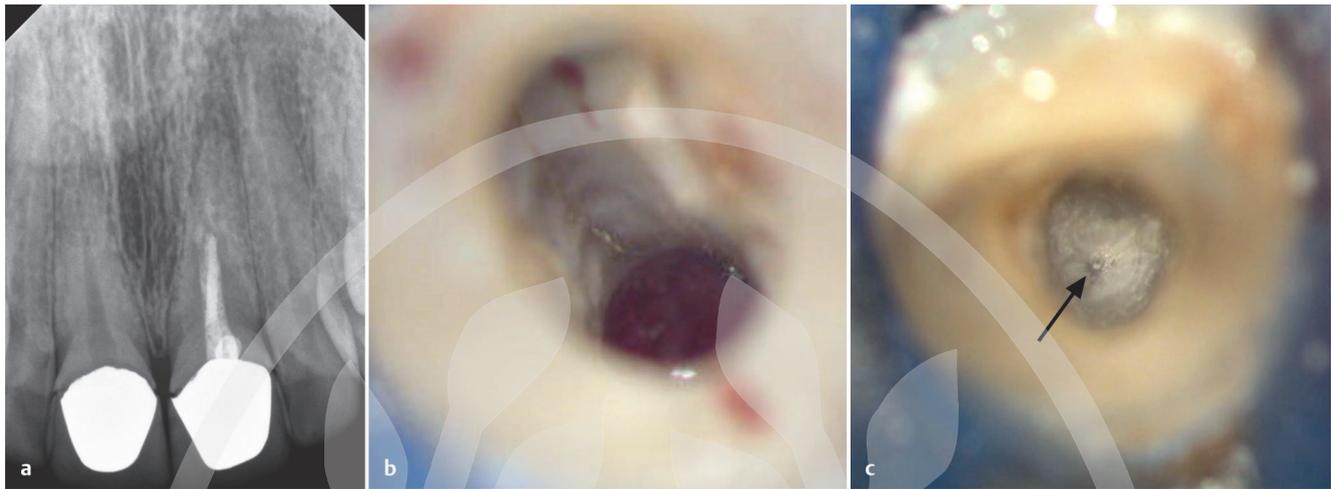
a Röntgenausgangsaufnahme Zahn 21 mit unvollständiger Wurzelkanalbehandlung und apikaler Aufhellung. b Nach Entfernung der Wurzelkanalfüllung ließ sich labial eine große Perforation mit Spannungsriss darstellen. c Der unbehandelte Wurzelkanal war obliteriert und lag weiter palatinal (Pfeil).
